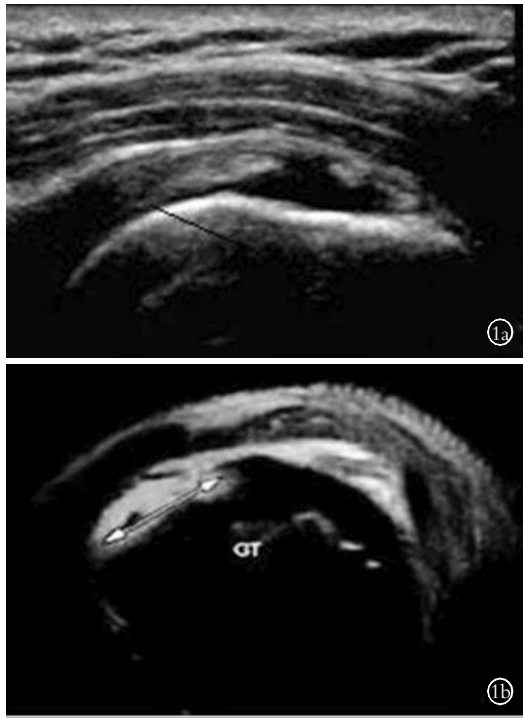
女, 54 岁, 外伤后肩部疼痛 7 d 1a. 高频超声示冈上肌腱全层撕裂, 肌腱全层缺失, 肌腱连续性中断 1b. MRI 矢状位脂肪抑制 T2WI 所示冈上肌腱全层撕裂
